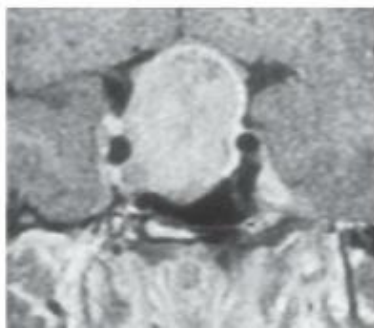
• Secção coronal por ressonância magnética de uma glândula hipófise normal (*acima*). Um grande adenoma hipofisário é observado levantando e distorcendo o quiasma óptico (*seta*) e também invadindo o seio esfenoidal (*meio*). Secção sagital de um macroadenoma grande com invasão óssea colidindo em estruturas cerebrais (*abaixo*).
